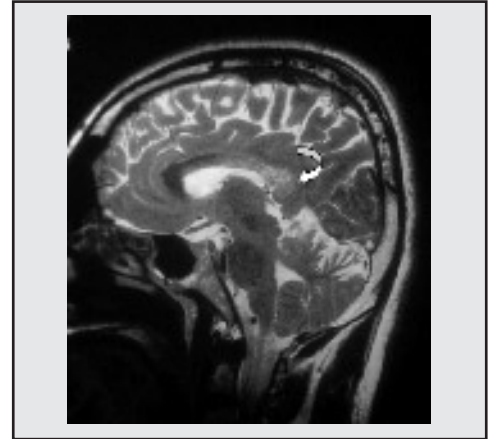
Lesión axonal. RM: Imagen sagital eco de espín con información T2 . Zona de alta señal en el esplenio del cuerpo calloso
